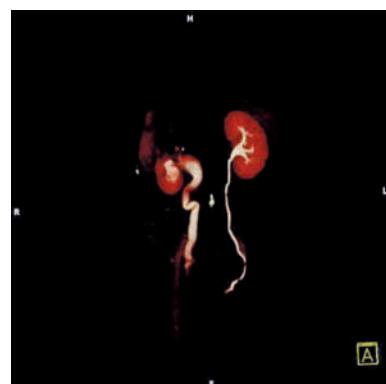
Reconstrucción de uro-tomografía. Se evidencia la gran dilatación de la pelvícula y del urétero derecho.
